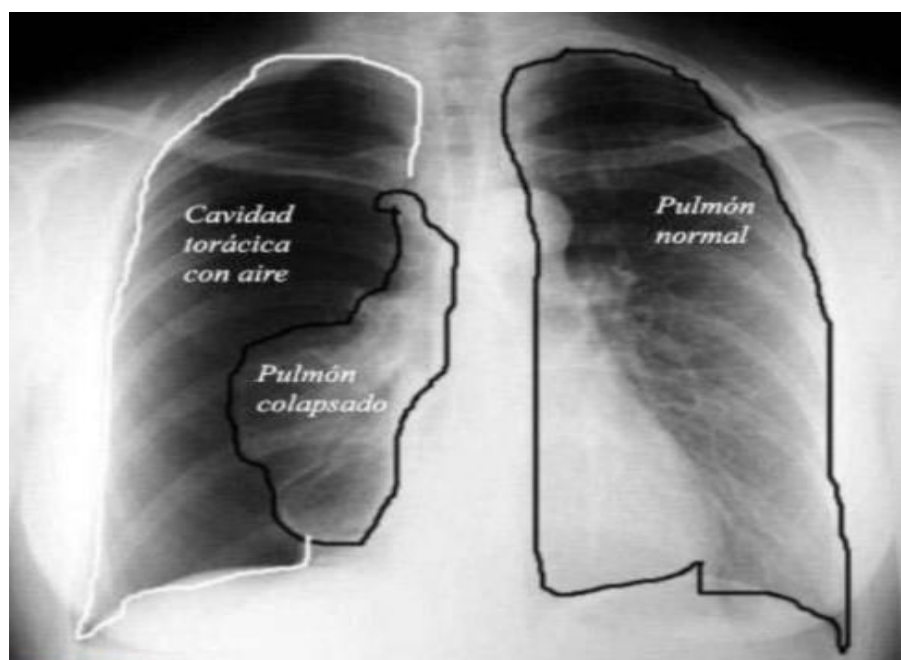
Radiografía PA de tórax. Imagen recuperada de:
